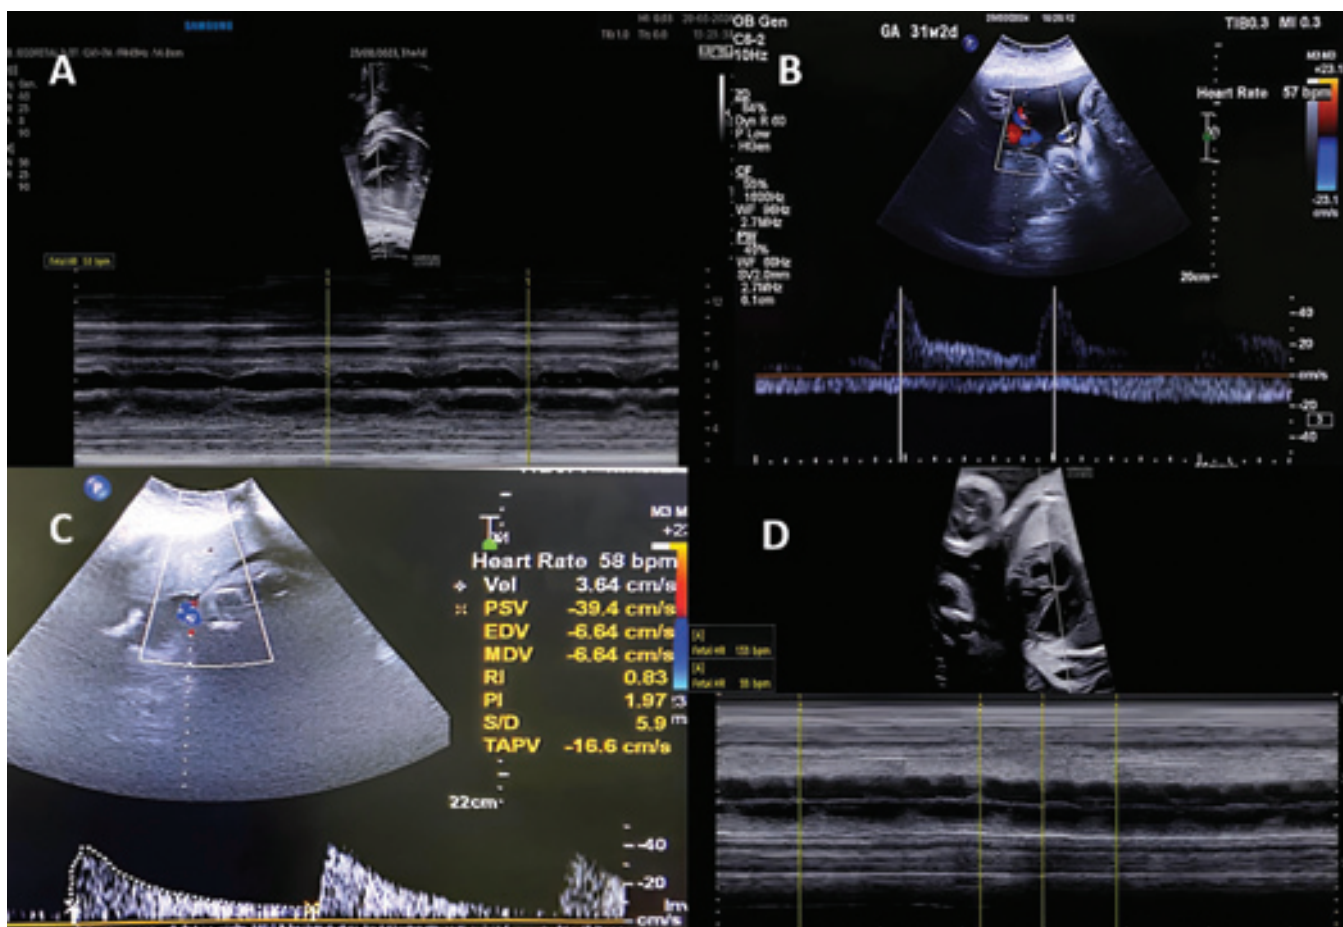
Fetal heart rate assessment using spectral Doppler of umbilical artery and M-mode showing right atrial and left ventricular contraction. A) M-mode of ventricular contraction with heart rate of 50 bpm obtained at the first echocardiography. B) Spectral Doppler of the umbilical artery with a heart rate of 57 bpm on the first day of hospitalization with terbutaline. C) Spectral Doppler of the umbilical artery with heart rate of 58 bpm on the 2nd day of hospitalization receiving terbutaline. D) M-mode of atrial and ventricular contraction with atrial rate of 133 bpm and ventricular rate of 55 bpm obtained 1 week after discharge from the outpatient clinic.
